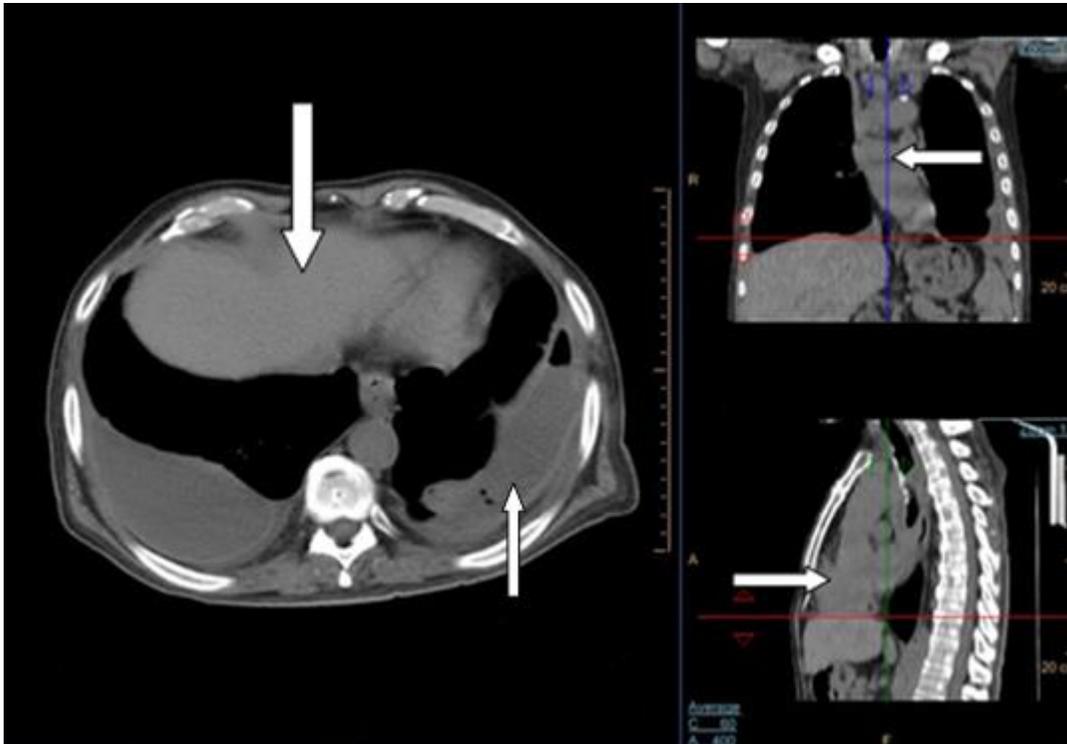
TC simple de tórax. Se observa neumomediastino escaso, imágenes ovales de localización paratraqueal derecha y paratraqueal supracarinal. Ligeró derrame pericárdico; derrame pleural bilateral encapsulado a predominio izquierdo.
